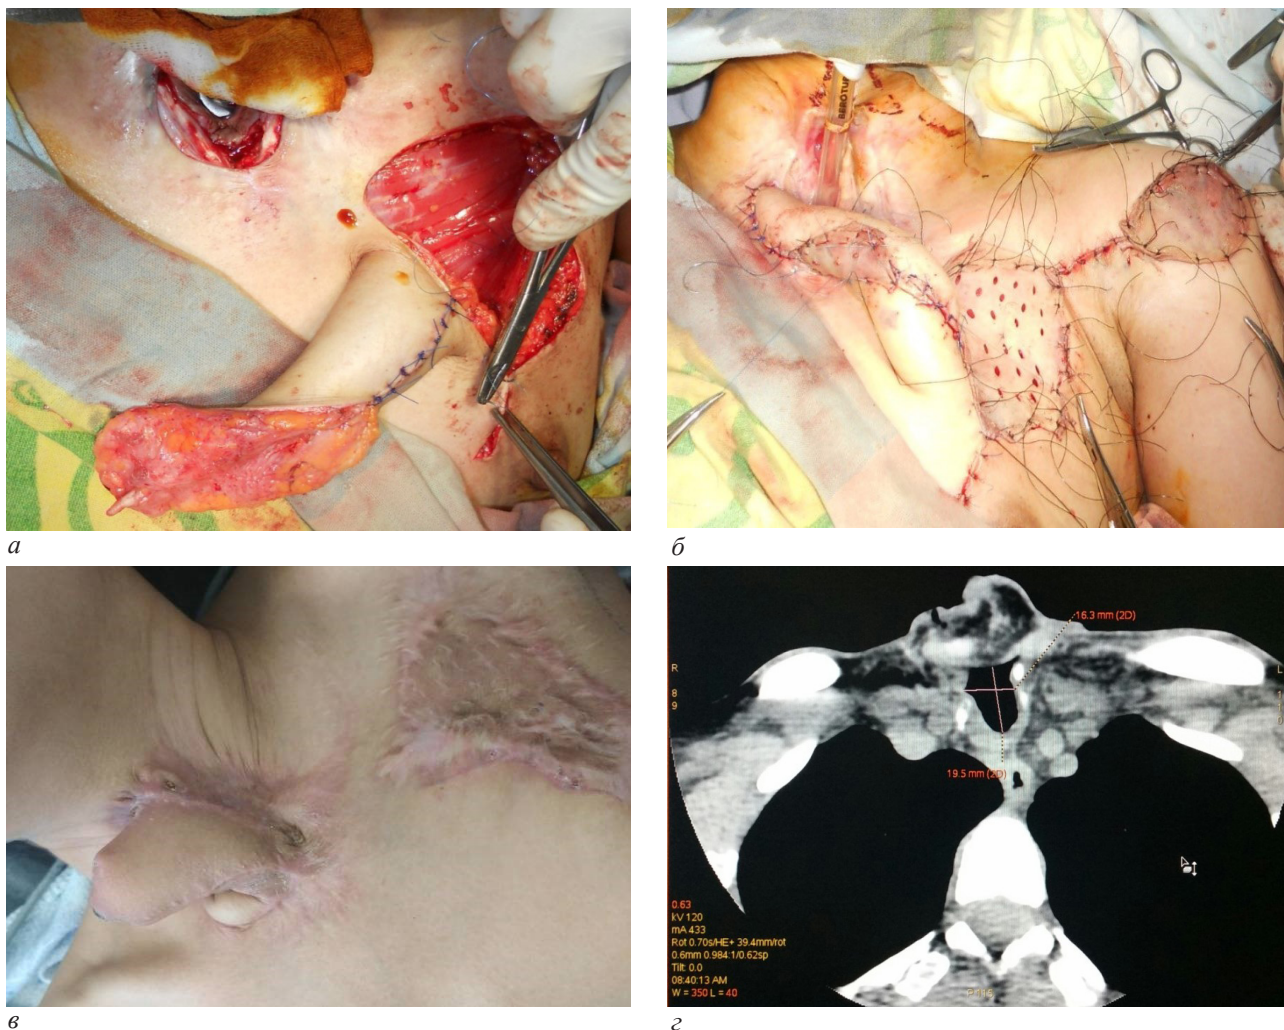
Поднятие ранее сформированного префабрикованного лоскута: а – замещение дефекта трахеи имплантатом; б – закрытие раны лоскутом кожи; в – вид раны после 3-го этапа пластики; з – МСКТ трахеи после 3-го этапа
